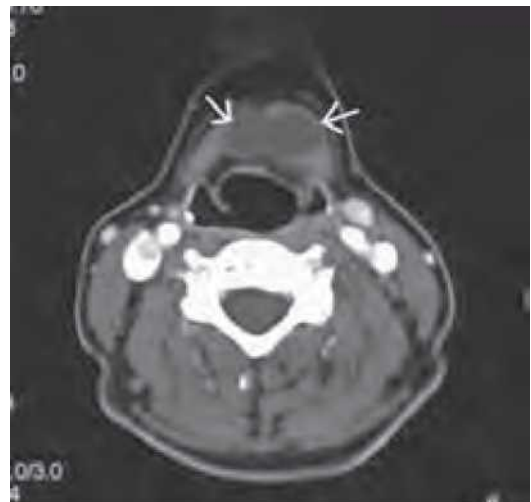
Tomografie computerizată (CT) axială a unui chist al canalului tireoglos (zona dintre săgeți).
